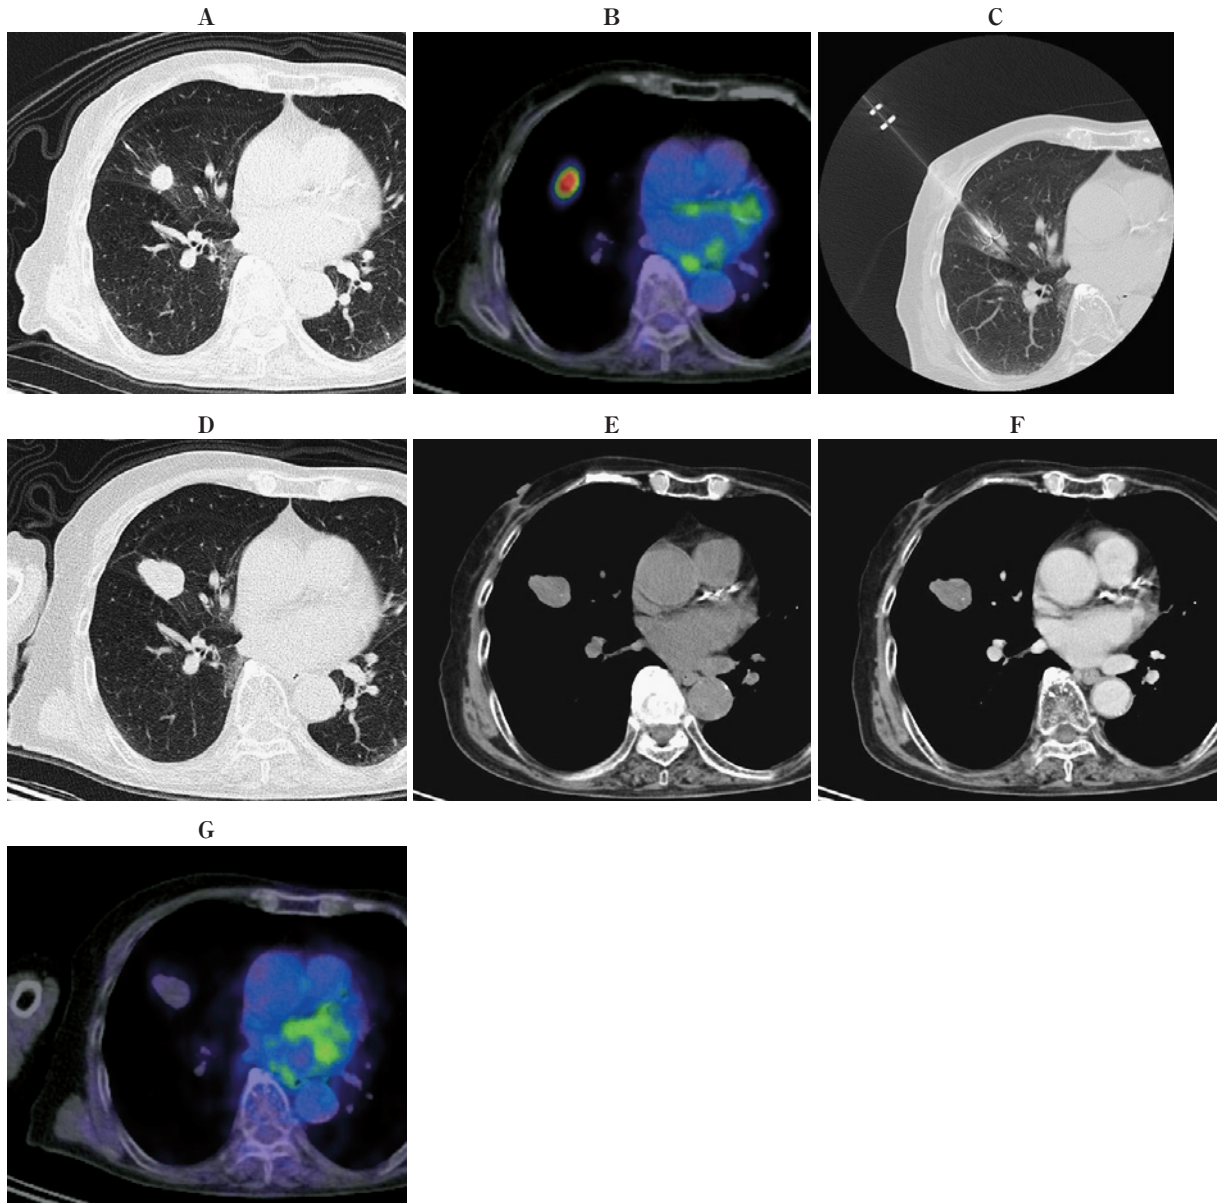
An 88-year-old woman with primary adenocarcinoma. (A) CT image shows a small tumor in the right lower lobe. (B) PET-CT shows remarkable FDG accumulation to the tumor. (C) CT fluoroscopic image during RF ablation demonstrates an expandable multitined electrode introduced into the tumor. (D) Three months after radiofrequency ablation, the tumor diameter is larger than that before treatment, but CT attenuation of the tumor did not increase after (F) administration of contrast medium, compared with that before it (E). PET-CT shows no substantial FDG accumulation to the tumor (G).
